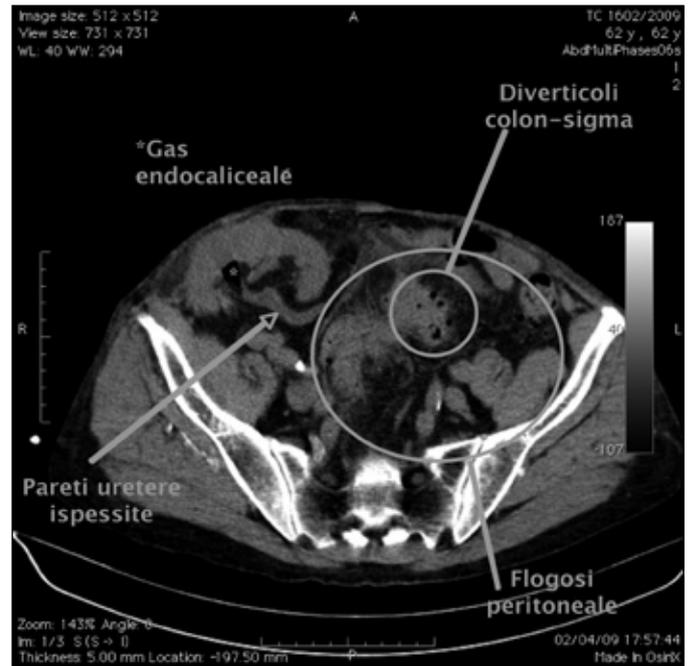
Uro-TC - presenza di gas endocaliceale nel rene trapiantato, diffusi aspetti di flogosi ureterale e diverticoli del sigma con segni di peridiverticolite.
